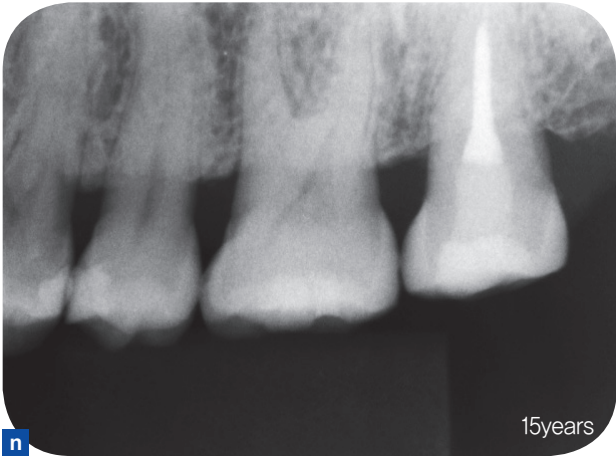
이식 후 15년의 방사선사진과 구강 내 사진.
